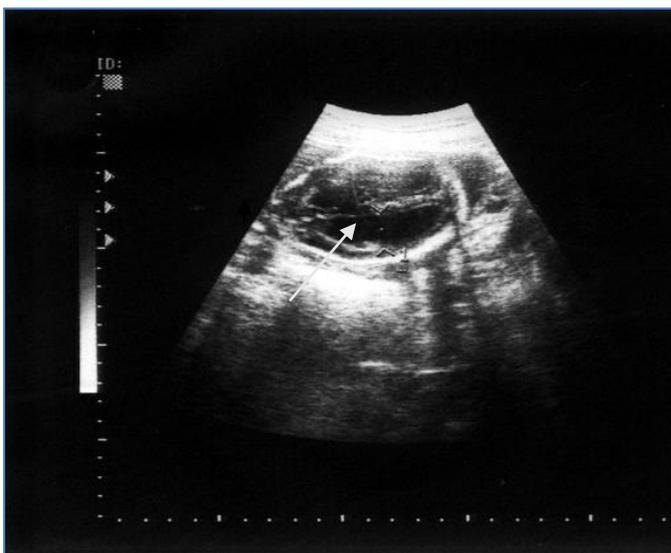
УЗИ головного мозга плода. Аксиальная плоскость сканирования головного мозга плода в 22 недели гестации с врожденной гидроцефалией. Боковые желудочки расширены до 19 мм (стрелка).
